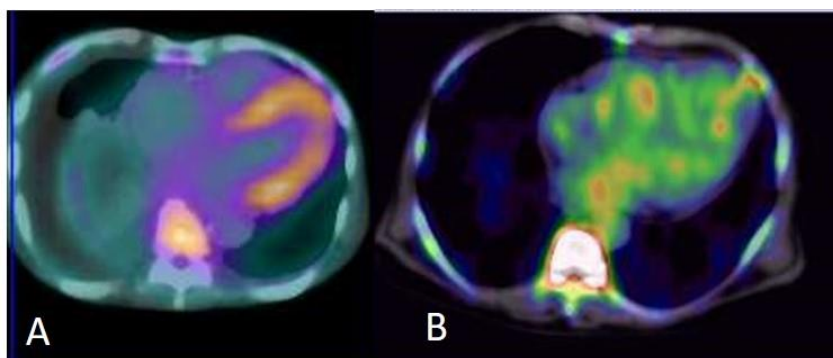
Imagens SPECT/CT auxiliando na resolução anatômica. A. Amiloidose cardíaca tipo transtirretina com grau 3 de captação de pirofosfato- ^{99m}Tc , mostrando a captação do traçador nas paredes cardíacas, principalmente do ventrículo esquerdo. B. *Pool* sanguíneo: observe a presença do traçador nas cavidades miocárdicas (*blood pool*).
